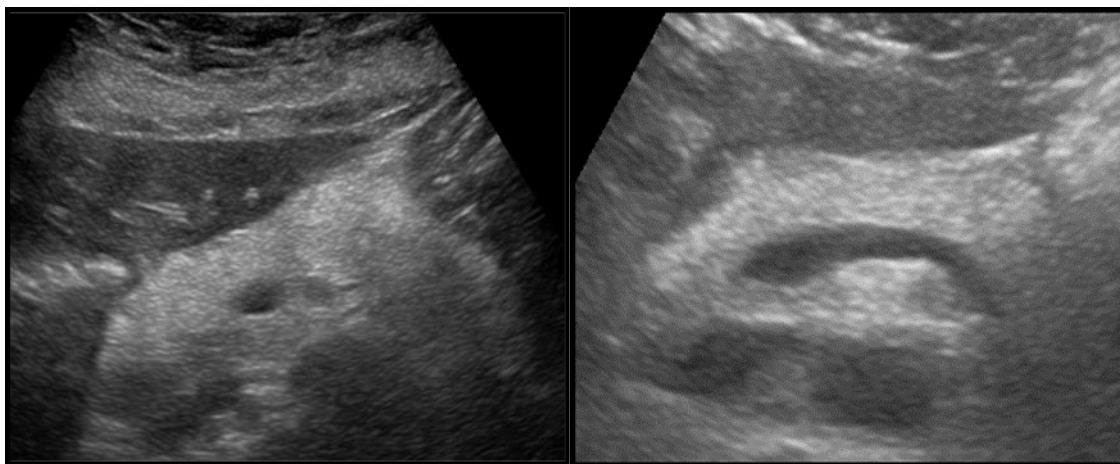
Изменения ПЖ при УЗИ у пациента с ЯК (неопубликованные материалы из личного архива автора)
